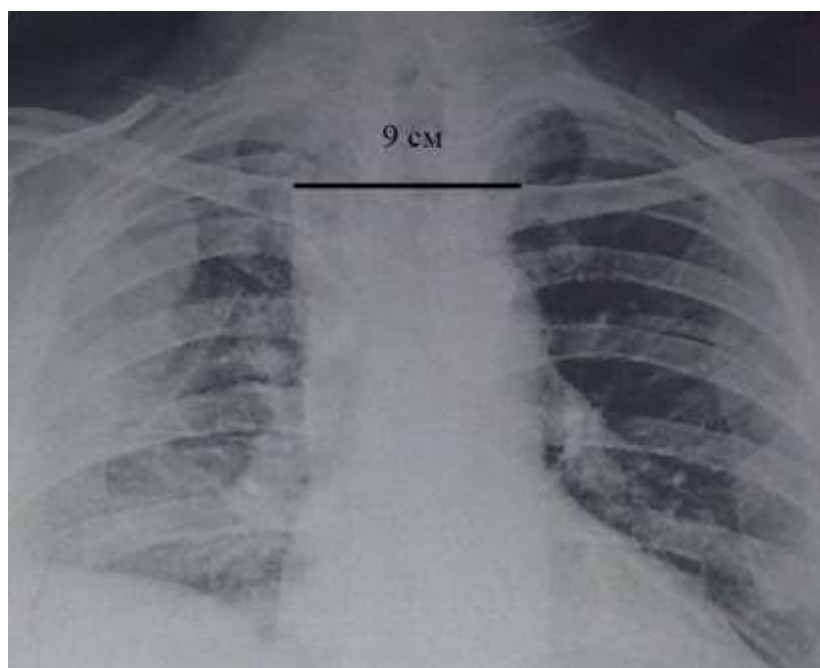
Оглядова рентгенографія грудної клітки в прямій проекції. Розширення тіні середостіння 9 см.
